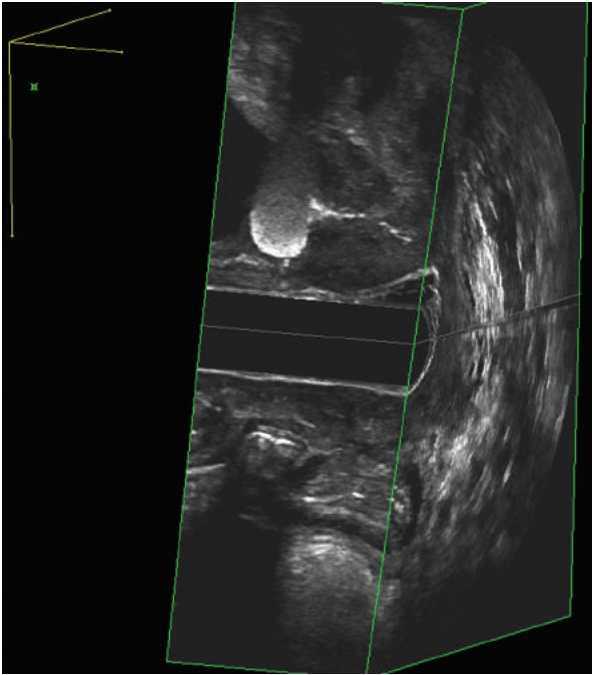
Ultrasonido tridimensional. Vista sagital del agente de carga uretral observado como una esfera hiperecoica.
